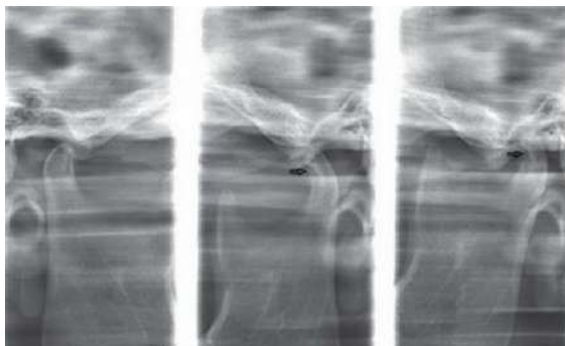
Рентгенографія скронево-нижньощелепного суглоба
